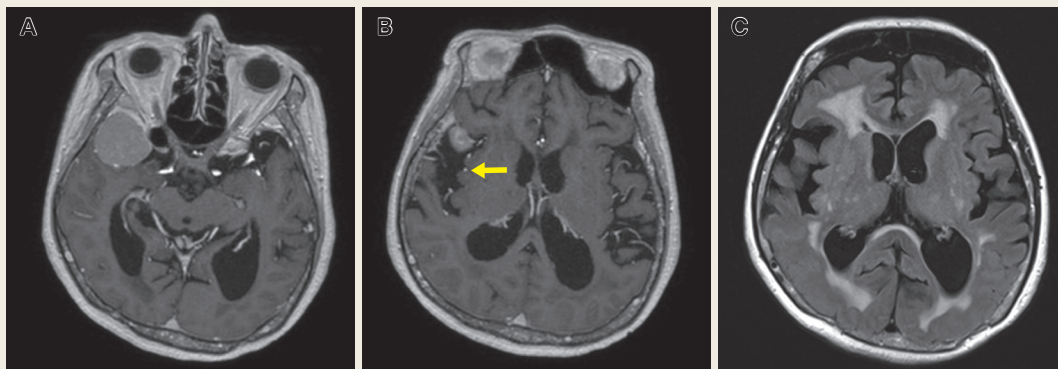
Pre-irradiation MRI images in the axial plane
